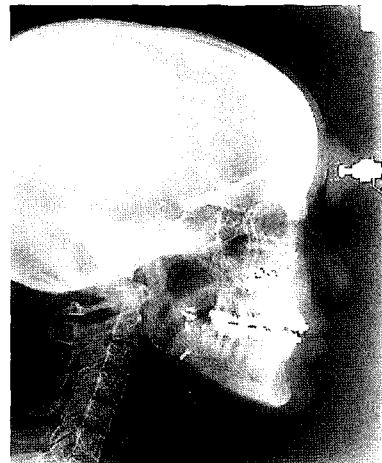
술후 6개월 측모 두부계측 방사선사진으로 술후 3개월 사진과 변화없다.
